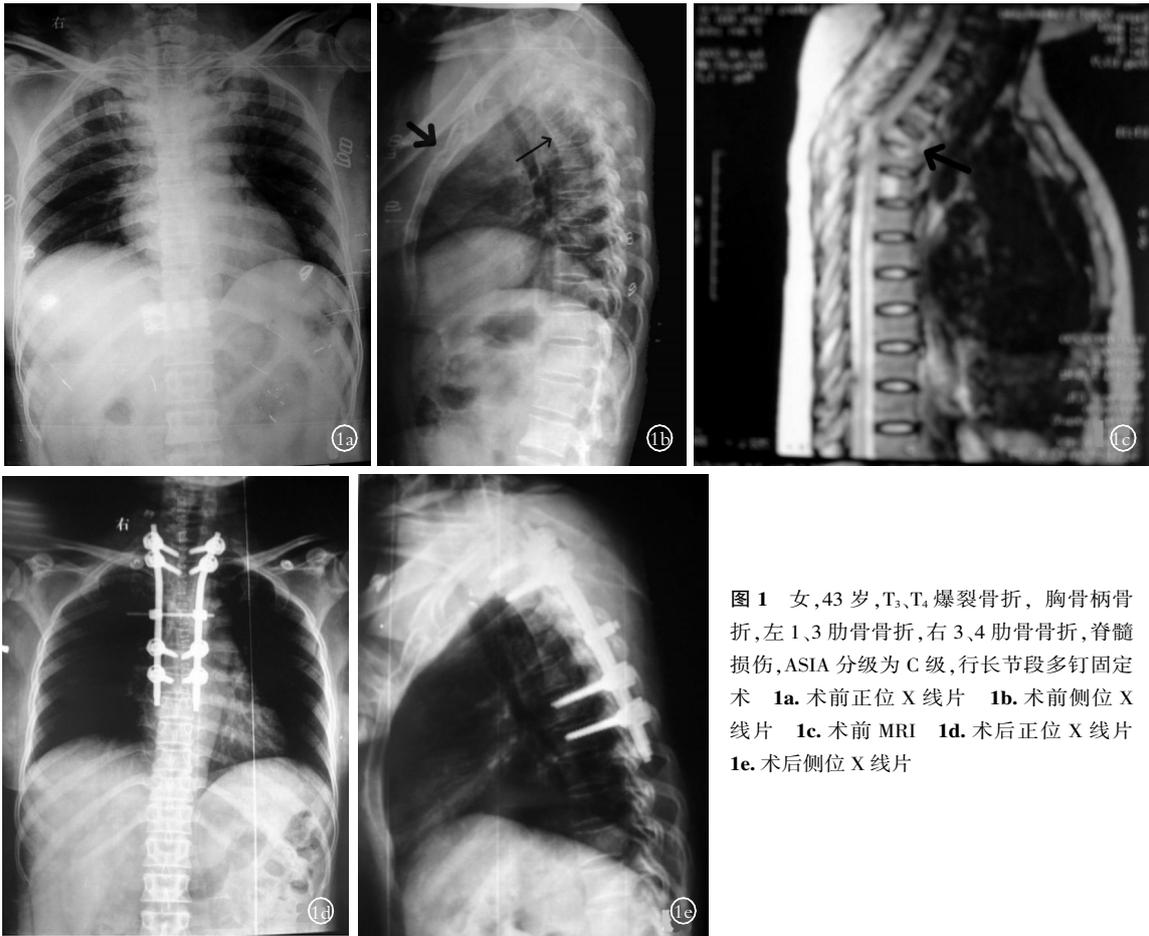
女, 43 岁, T₃、T₄ 爆裂骨折, 胸骨柄骨折, 左 1、3 肋骨骨折, 右 3、4 肋骨骨折, 脊髓损伤, ASIA 分级为 C 级, 行长节段多钉固定术 1a. 术前正位 X 线片 1b. 术前侧位 X 线片 1c. 术前 MRI 1d. 术后正位 X 线片 1e. 术后侧位 X 线片
